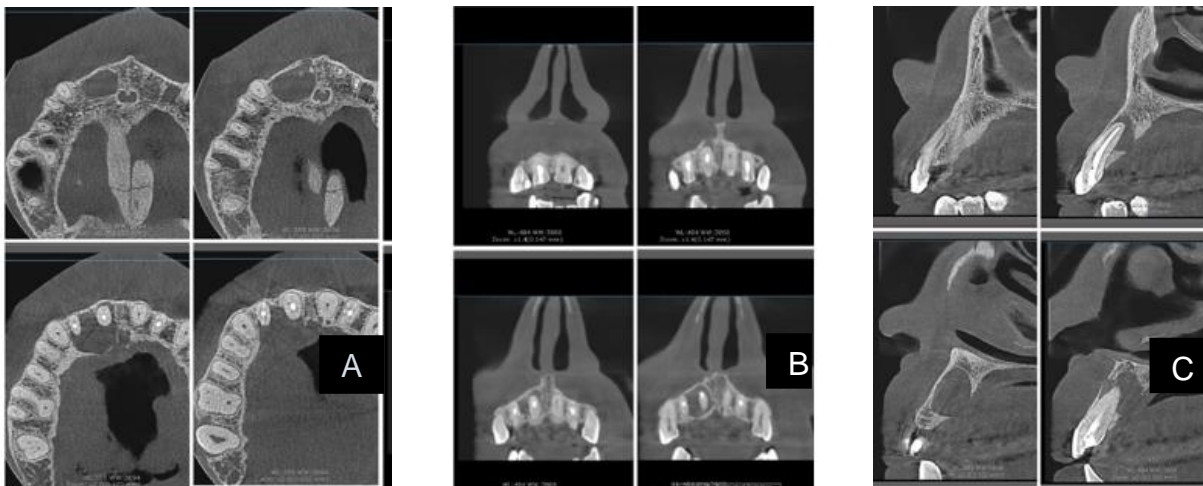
Tomografía Computarizada en diferentes cortes: axial, coronal, sagital respectivamente. 3A.
